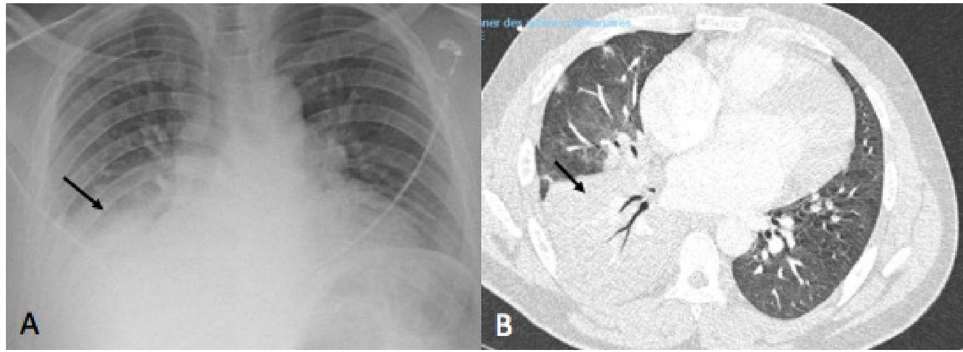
A : radiographie thoracique au lit du patient avec des opacités alvéolaires basales droites (flèche) et un comblement du cul-de-sac pleural basal droit. B : angio-tomodensitométrie thoracique en coupe parenchymateuses, qui montre la condensation alvéolaire lobaire inférieure droite (flèche)
